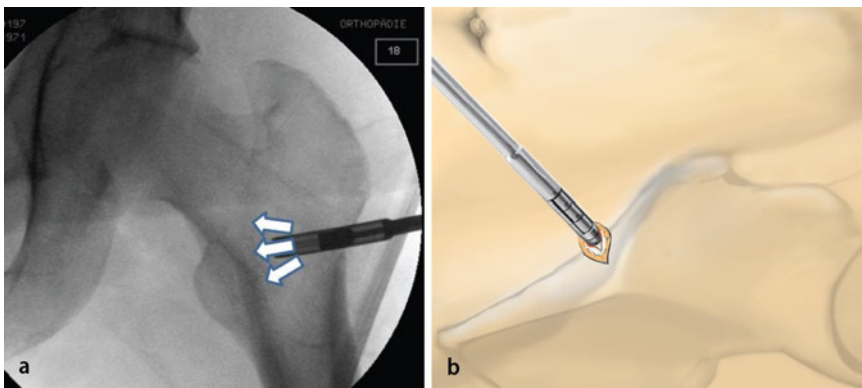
▲ Para la extracción de esponjosa utilizamos el sistema OATS®. Si es preciso, se rellenarán varios punzones cónicos de 6 y 7 mm. De la metáfisis femoral se pueden extraer entre dos y tres cilindros en forma de abanico (a), siempre y cuando en la resonancia magnética no se observe ningún indicio de necrosis o ninguna zona con edema. Mediante un abordaje «mini-open», por ejemplo, se pueden extraer más cilindros de esponjosa de la cresta ilíaca anterior (b).
